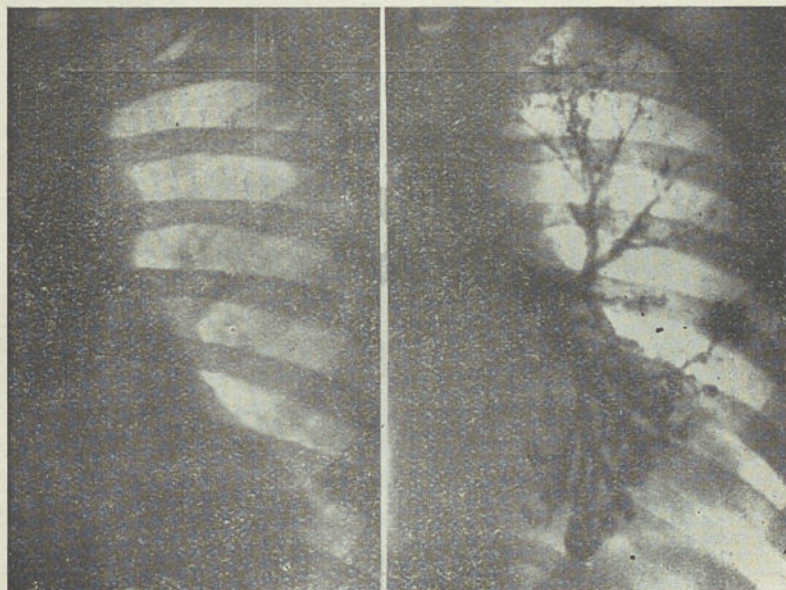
I e II — À esquerda radiografia antes do lipiodol, sem qualquer sombra suspeita. Apenas a auscultação revelava, na base, faces anterior e lateral, crepitações finas. À direita, depois da instilação de 15 cc. de lipiodol, aparecem dilatações brônquicas cilíndricas e ampulares terminais.
